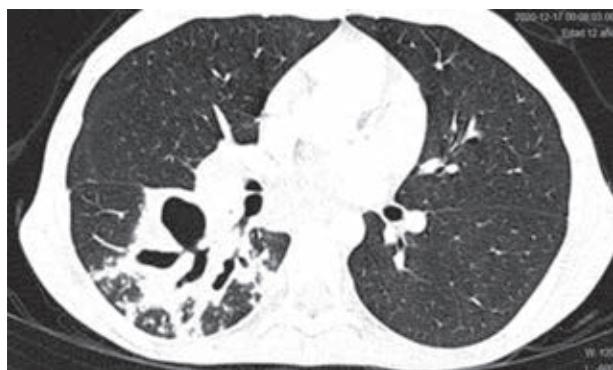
Tomografía de tórax con evidencia de cavernas en región parahiliar derecha, consolidación relacionada e imagen en vidrio deslustrado.
